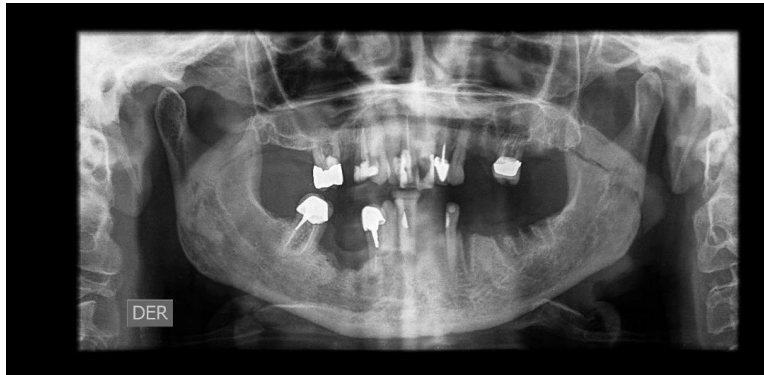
radiografía panorámica. Se observa patrón de destrucción ósea en el reborde alveolar edéntulo inferior derecho.
